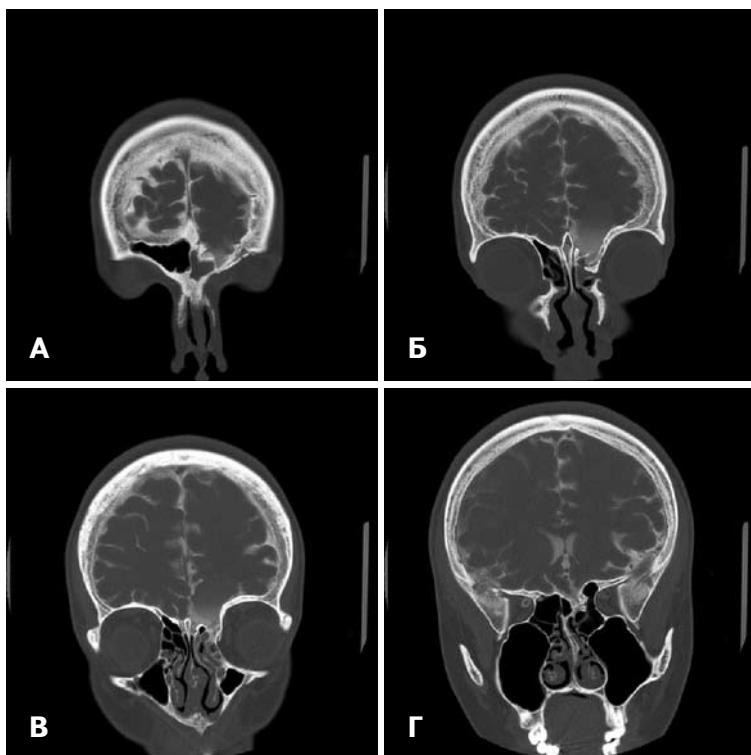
Результаты КТ-цистернографии пациентки с протяженным дефектом ПЧЯ справа. А — дефект задней стенки лобной пазухи справа; Б — дефект решетчатой пластинки справа; В — дефект в области ячеек решетчатой кости справа; Г — дефект площадки клиновидной кости справа, затекание СМЖ в ячейки — симптом «ликворной дорожки».
